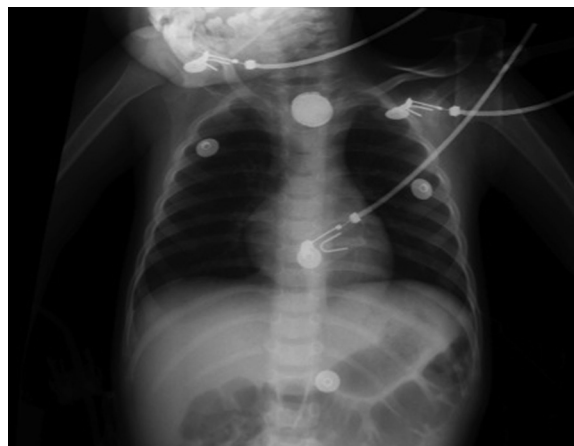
Radiografía de tórax realizada al paciente a su llegada a urgencias de nuestro hospital.
